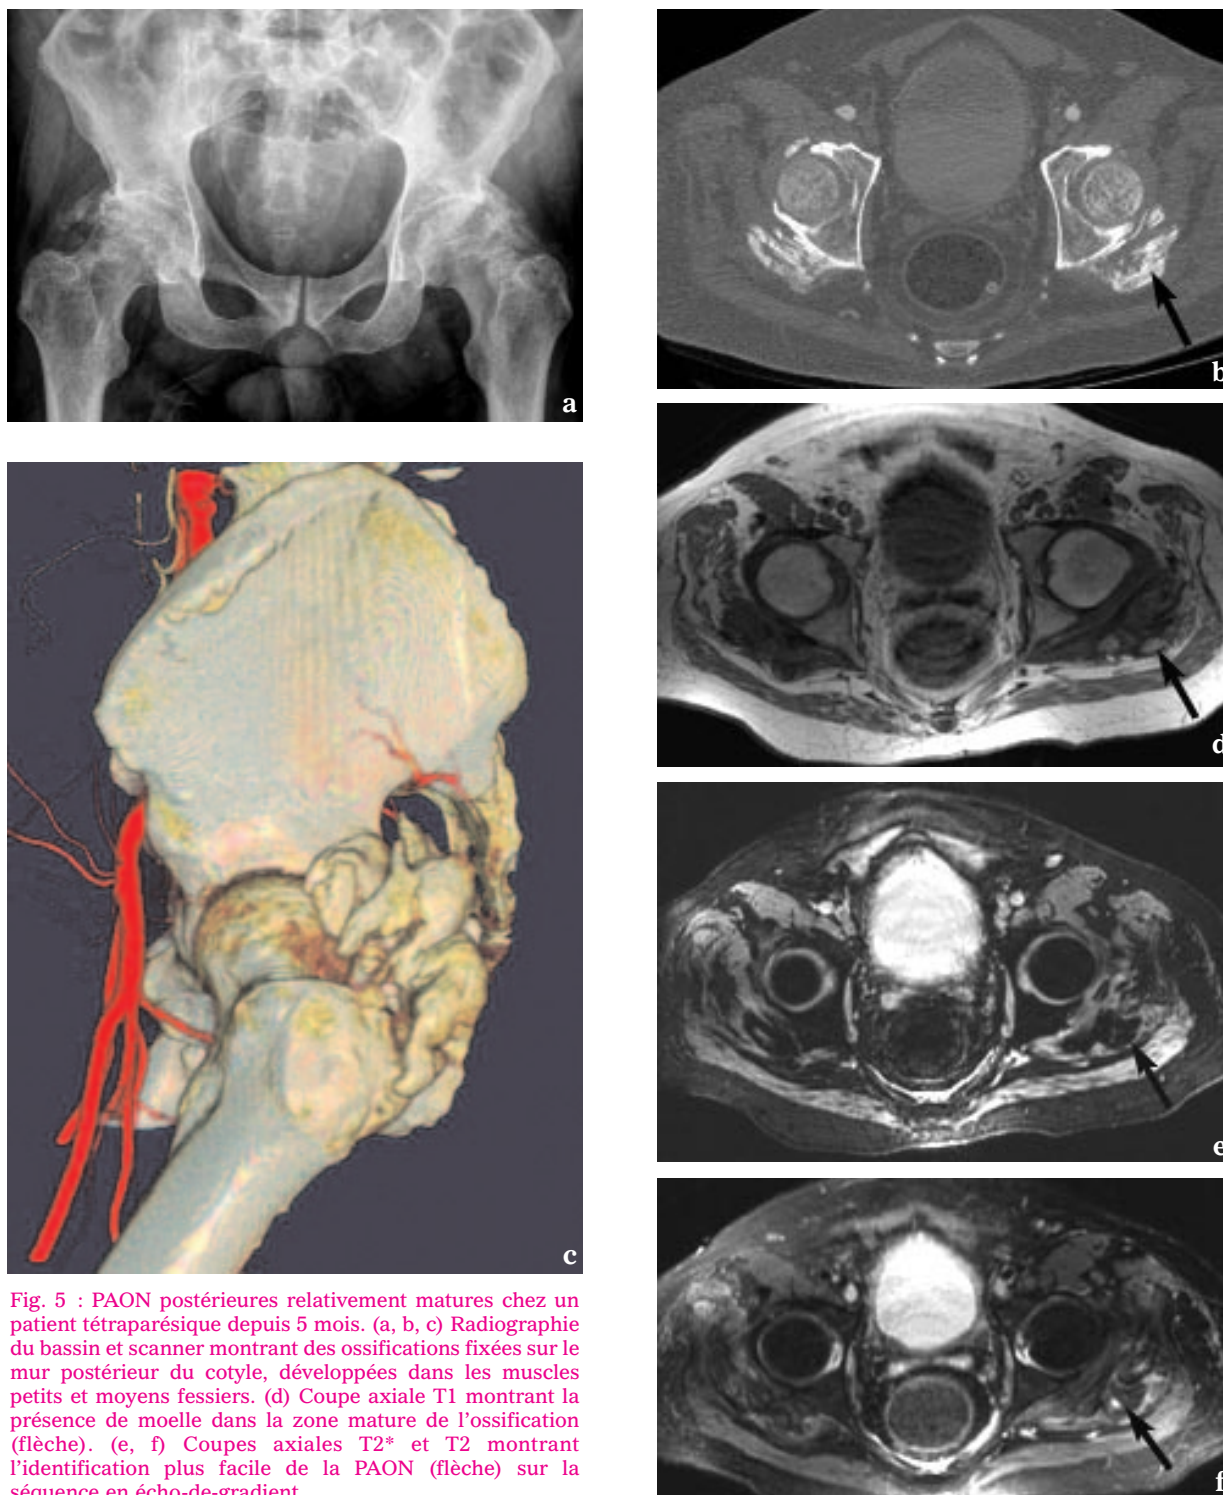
PAON postérieures relativement matures chez un patient tétraparésique depuis 5 mois. (a, b, c) Radiographie du bassin et scanner montrant des ossifications fixées sur le mur postérieur du cotyle, développées dans les muscles petits et moyens fessiers. (d) Coupe axiale T1 montrant la présence de moelle dans la zone mature de l'ossification (flèche). (e, f) Coupes axiales T2\* et T2 montrant l'identification plus facile de la PAON (flèche) sur la séquence en écho-de-gradient.
